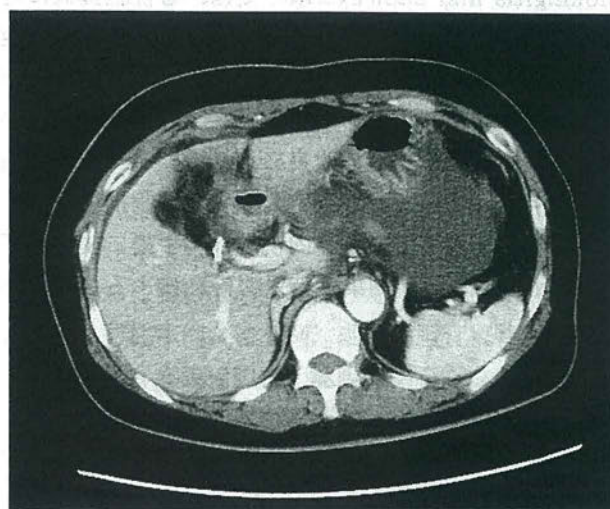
Abdominal enhanced CT scan showed fluid collection in the abdominal cavity.
